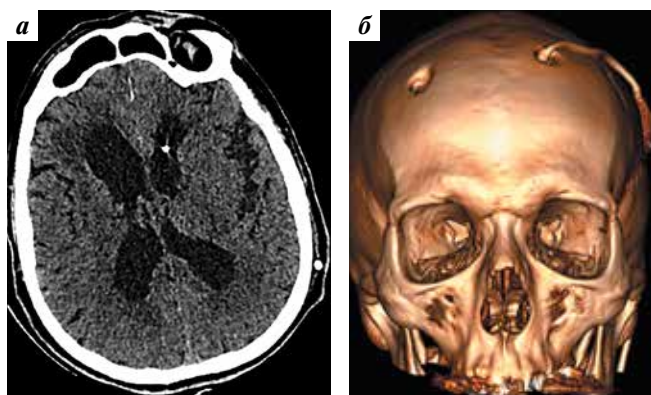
Компьютерная томография головного мозга пациента С. после вентрикулоперитонеального шунтирования: а – аксиальный срез; б – трехмерная реконструкция
